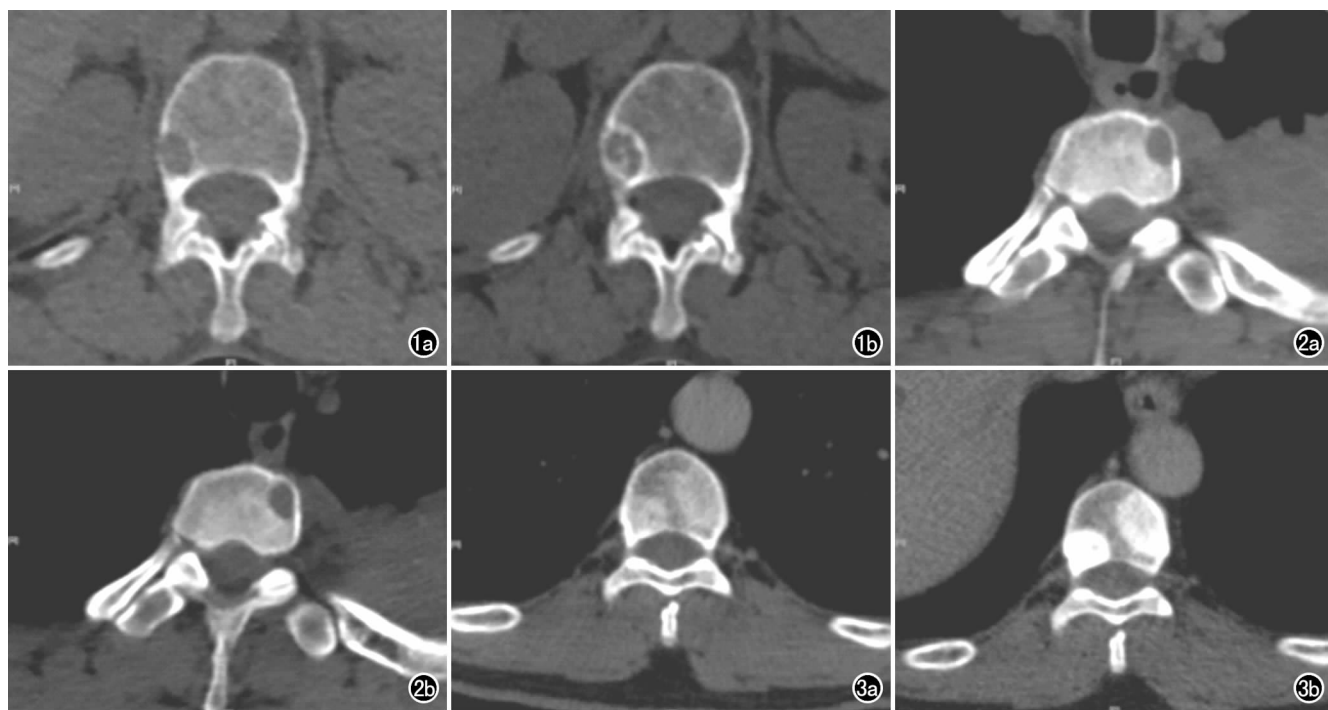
溶骨型转移肺癌患者,男,58岁,经过两个周期的化疗,可见骨硬化改变,手动测量ROI的CT值。a)化疗前骨转移瘤CT值为72HU,正常骨质CT值为106HU;b)化疗后骨转移瘤CT值为190HU,正常骨质CT值为98HU。图2 溶骨型转移肺癌患者,男,53岁,经过两个周期的化疗,无骨硬化改变,手动测量ROI的CT值。a)化疗前骨转移瘤CT值为63HU,正常骨质CT值为214HU;b)化疗后骨转移瘤CT值为57HU,正常骨质CT值为205HU。图3 成骨型转移肺癌患者,男,55岁,经过两个周期的化疗,可见骨硬化改变,手动测量ROI的CT值。a)化疗前骨转移瘤CT值为246HU,正常骨质CT值为110HU;b)化疗后骨转移瘤CT值为406HU,正常骨质CT值为127HU。
